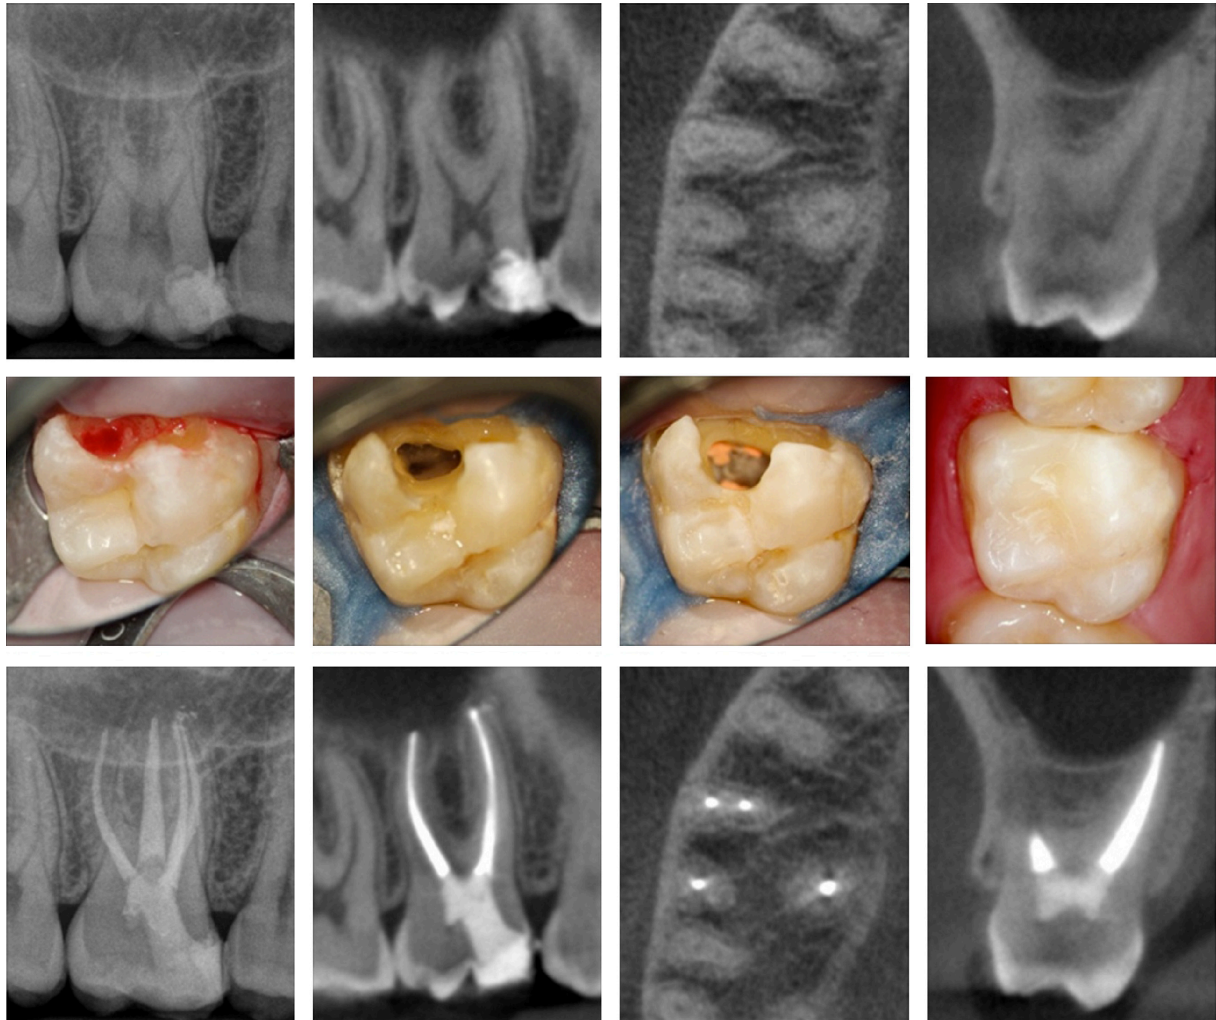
Radiographies retro-alvéolaires, coupes axiales et transversales issues du CBCT et photographies intra-buccales de la dent n°16 présentant une lésion carieuse mésiale. L'abord endodontique par la lésion carieuse mésiale de 16 a été choisi ici pour mener à bien le traitement canalaire et limiter la nécessité de réhabilitation prothétique (source : courtoisie du Dr. Melissa Jurado, Caracas, Venezuela).
